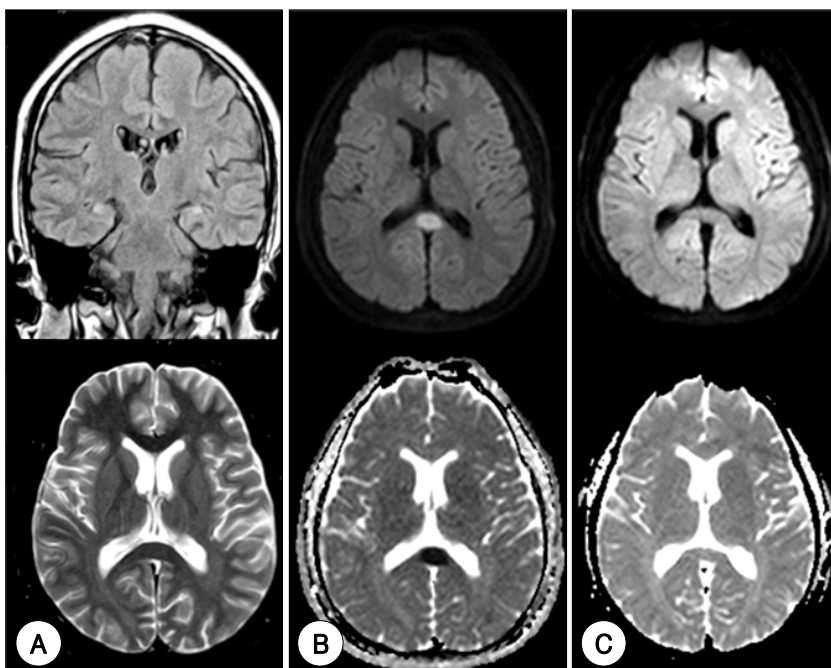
A: Brain MRI 2 years before status epilepticus showed bilateral hippocampal sclerosis. B: Brain MRI just performed after status epilepticus revealed: a small, oval shape lesion in the splenium: hypointensity in ADC map and hyperintensity in both T2WI and DWI, suggesting cytotoxic edema. C: Brain MRI 6 months later showed disappearance of the lesion involving splenium.
